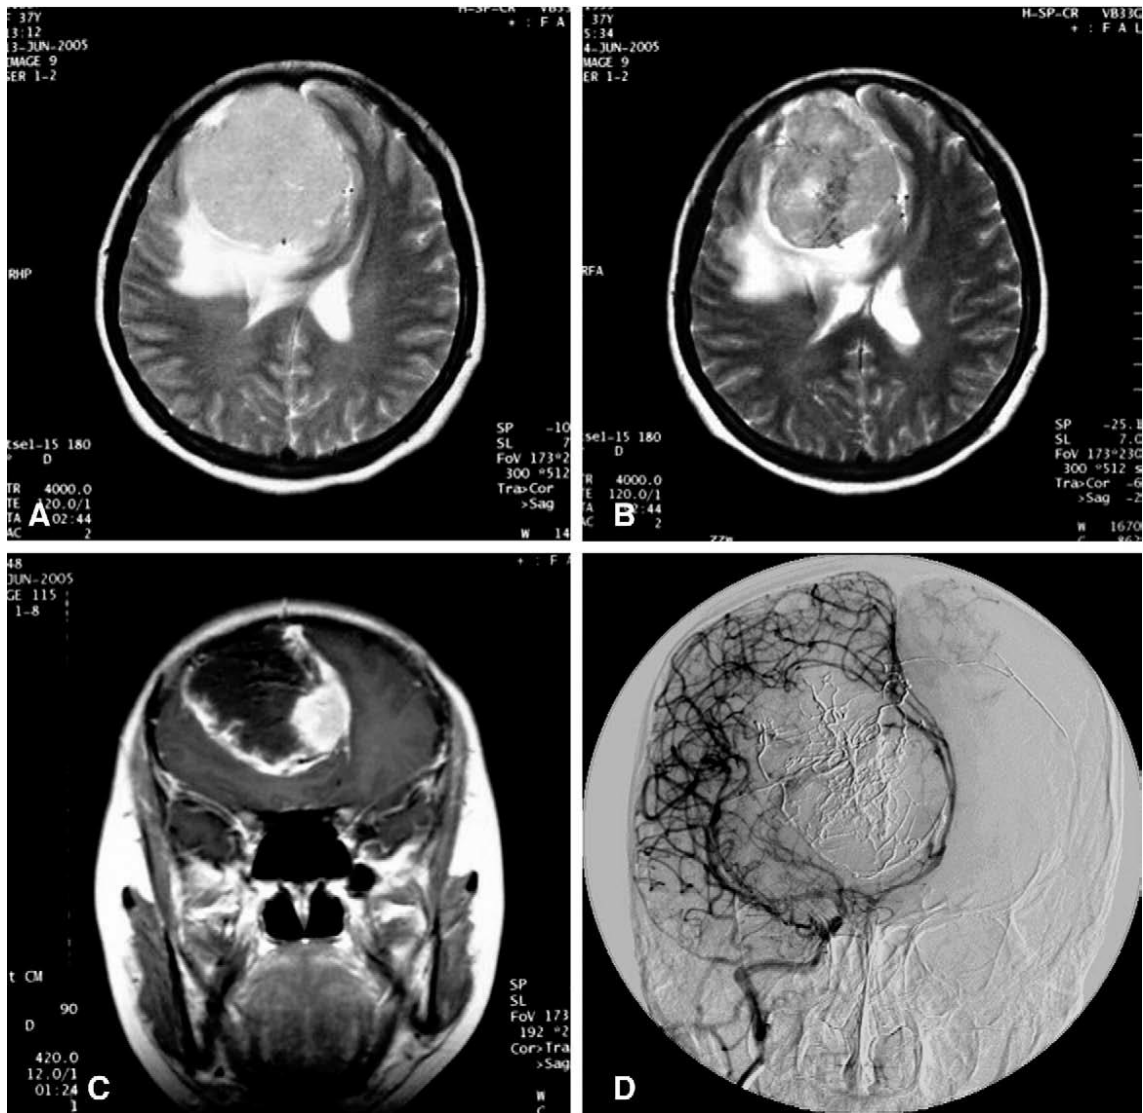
Exemple d'embolisation pré-opératoire d'un méningiome avec le produit Onyx 18. (A) Aspect en IRM avant l'embolisation : lésion parasagittale frontale droite en hypersignal T2, mesurant 6,8 cm de grand axe, avec œdème périlésionnel et déviation controlatérale de la ligne médiane. Huit jours après l'embolisation : (B) diminution de la taille de la tumeur à 5,9 cm de grand axe (IRM en séquence T2) ; (C) prise de contraste limitée à la périphérie de la lésion (T1 après injection de Gadolinium). (D) Angiographie de l'artère carotide commune droite réalisée immédiatement après l'embolisation, montrant une disparition complète du flux intra-tumoral. Source : Shi et al. (11).
